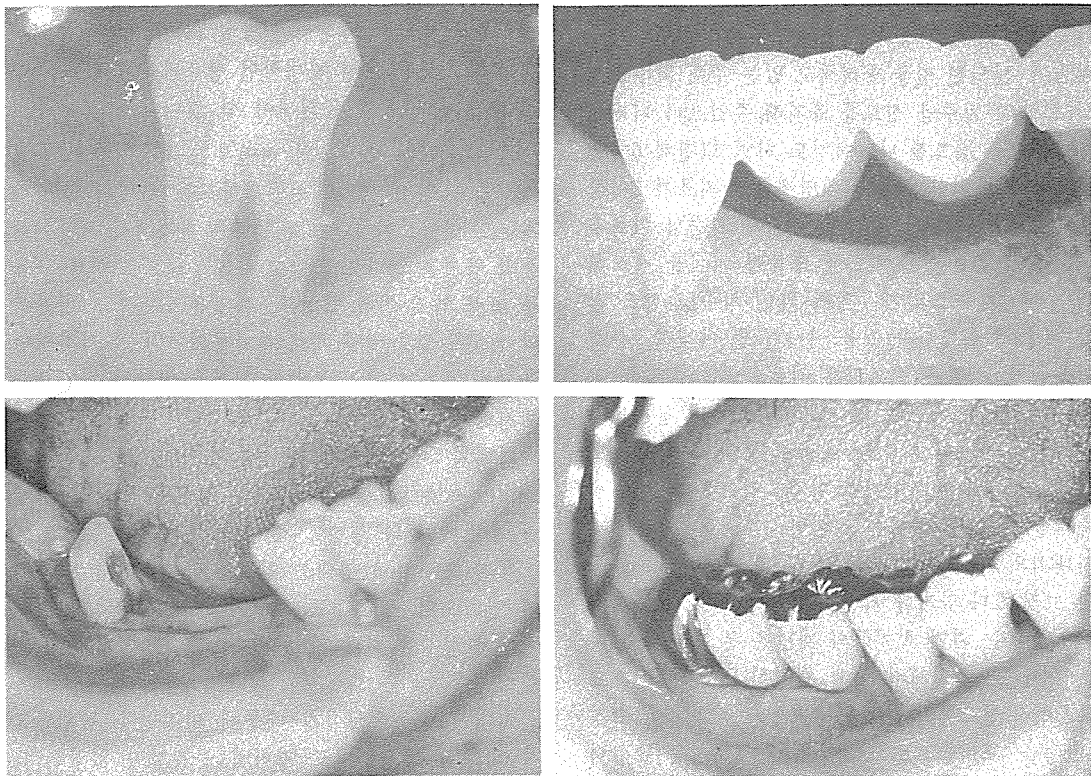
Clinical and radiographic features before and after the restorative treatment using the hypermobile hemisectioned molar. Note the alveolar bone surrounding the abutment remains stable with time.
